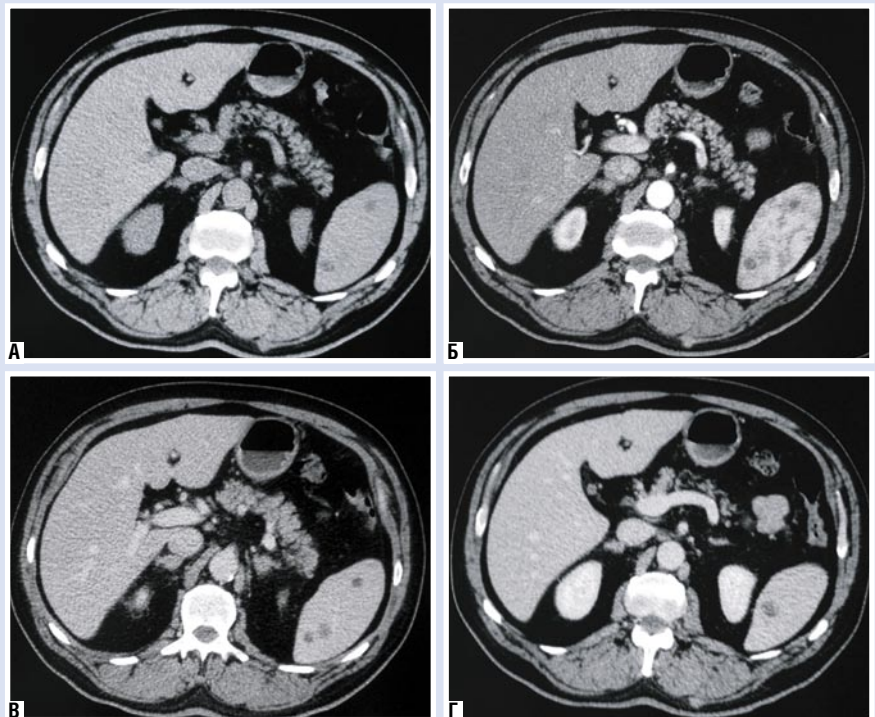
КТ-изображение метастазов рака щитовидной железы: А – нативная, Б – артериальная, В – венозная; отсроченная фаза исследования
